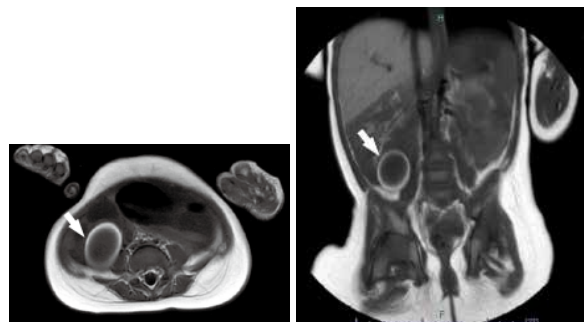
MRI T1 強調画像。矢印で示した部位は異物と思われる楕円形構造物。
